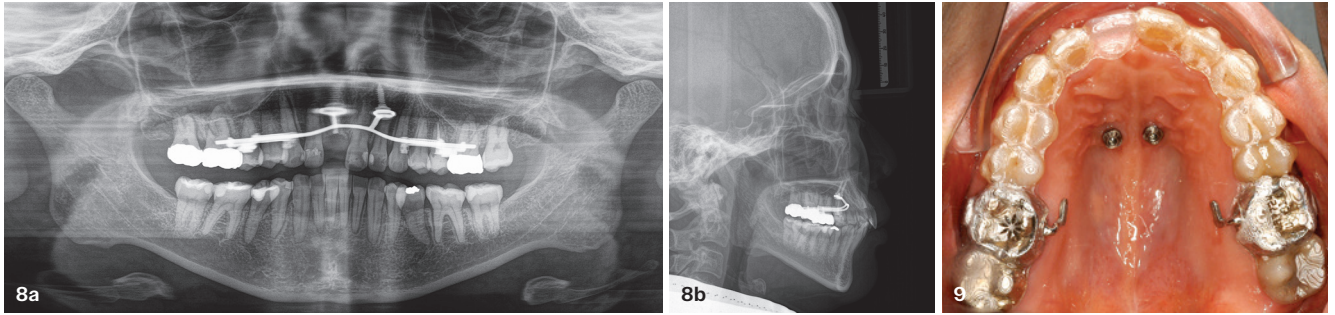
+b: Röntgenkontrollen während der Distalisierung im Oberkiefer. – Abb. 9: Gewünschte Derotation der 6er im Oberkiefer nach Entfernung des Benesliders. Die Shells sind noch in situ, da die Aligner für den Beneslider hergestellt wurden. – Abb. 10a–j: Ergebnis der Behandlung nach insgesamt 14 Monaten.
